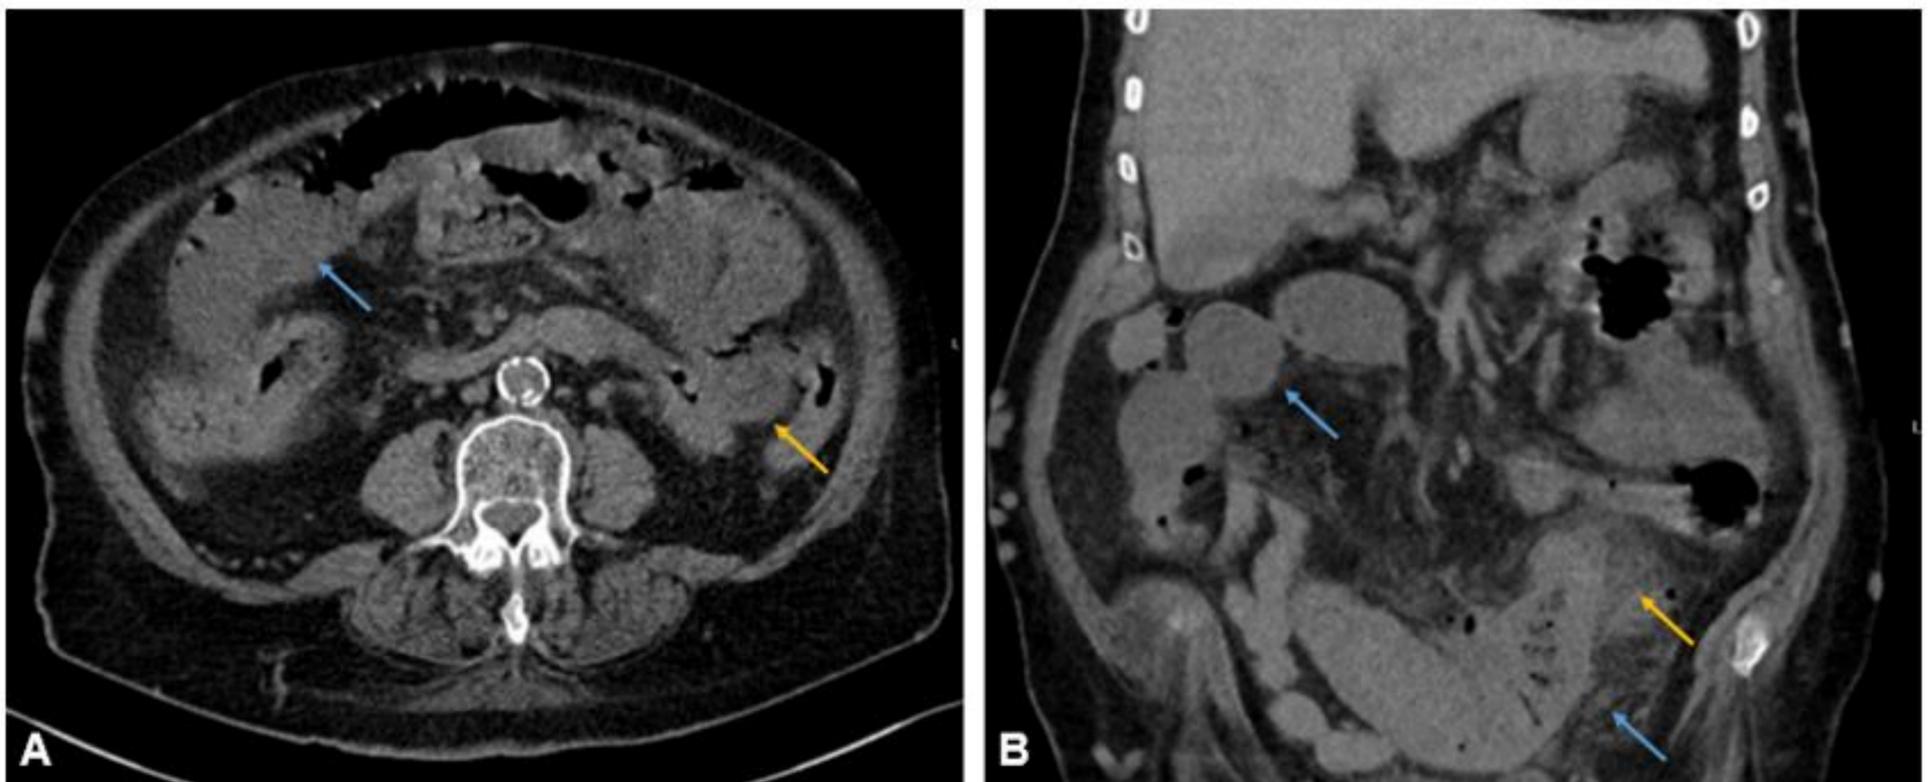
/ Diverticulitis de intestino delgado con obstrucción intestinal secundaria. TC de abdomen sin CIV que muestra importantes cambios inflamatorios adyacentes a un asa yeyuno-ileal (flecha amarilla), con algún divertículo en su pared, que condiciona una dilatación de asas retrógrada (flecha azul)
